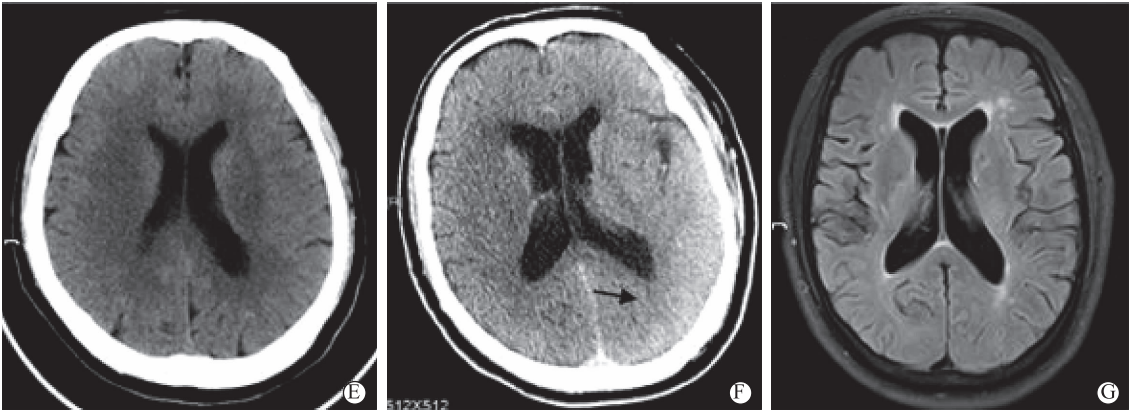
E 为入院当天头部 CT 显示左侧枕叶正常;F 为造影后 1.5 h 头部 CT 显示左侧枕叶造影剂滞留、脑组织水肿、脑沟脑回变浅;G 为造影后 27 h 头部 MRI 提示左侧枕叶水肿消失,未见造影剂滞留
